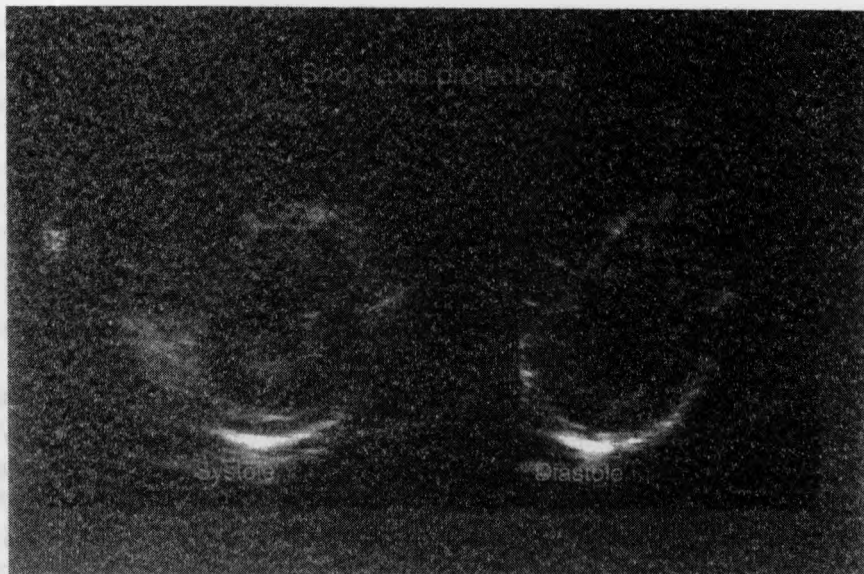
Трансторакальная эхокардиограмма, поперечная проекция. Слева — систола, справа — диастола. Виден изгиб межжелудочковой перегородки в сторону левого желудочка и уменьшение объема желудочков, что характерно для ЛЭ
